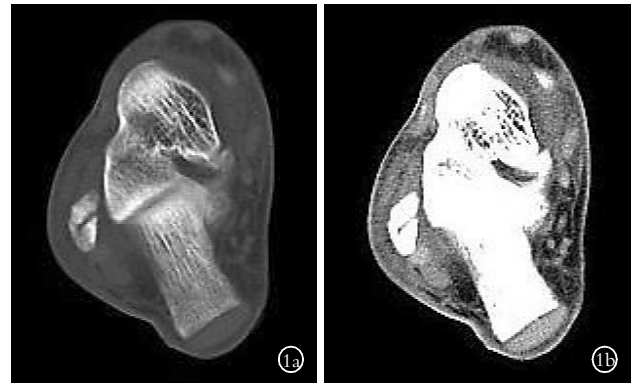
男, 30 岁, 右腓骨外踝骨折 1a. 横断面 CT 片示右腓骨外踝斜形线性骨折, 对位好 1b. 软组织窗示外踝部软组织肿胀
